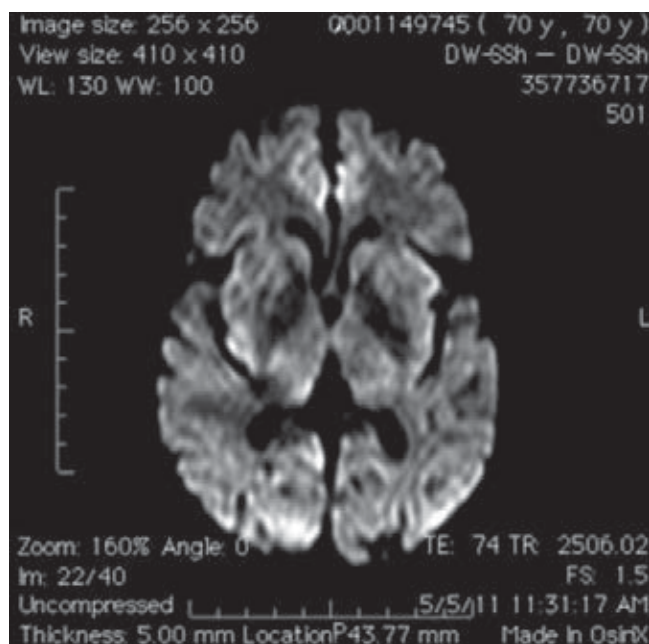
11-04-11 dwi. Imagen de resonancia magnética secuencia ponderada en difusión que muestra hiperintensidad del listón insular izquierdo correspondiente con zona de restricción de la difusión.
